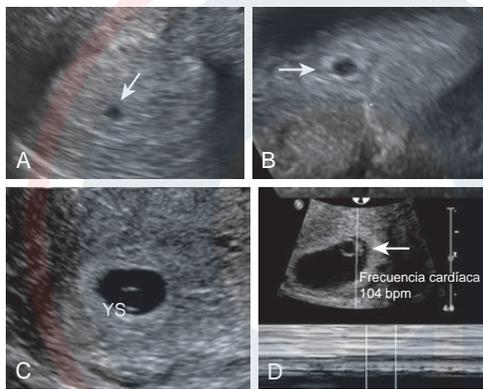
La secuencia de eventos en el ultrasonido transvaginal de un embarazo normal. (A) Un saco gestacional (SG) es identificable a las 5 semanas de gestación y aparece como una colección de líquido intrauterino, redonda u ovalada (flecha). (B) El SG puede verse como dos anillos ecogénicos concéntricos conocidos como *signo de doble saco* de un embarazo intrauterino temprano (flecha). (C) A las 5,5 semanas de gestación, se puede visualizar el saco vitelino (YS). (D) El embrión se desarrolla adyacente al saco vitelino a las 6 semanas de gestación; el modo M permite detectar el latido cardíaco (flecha).
